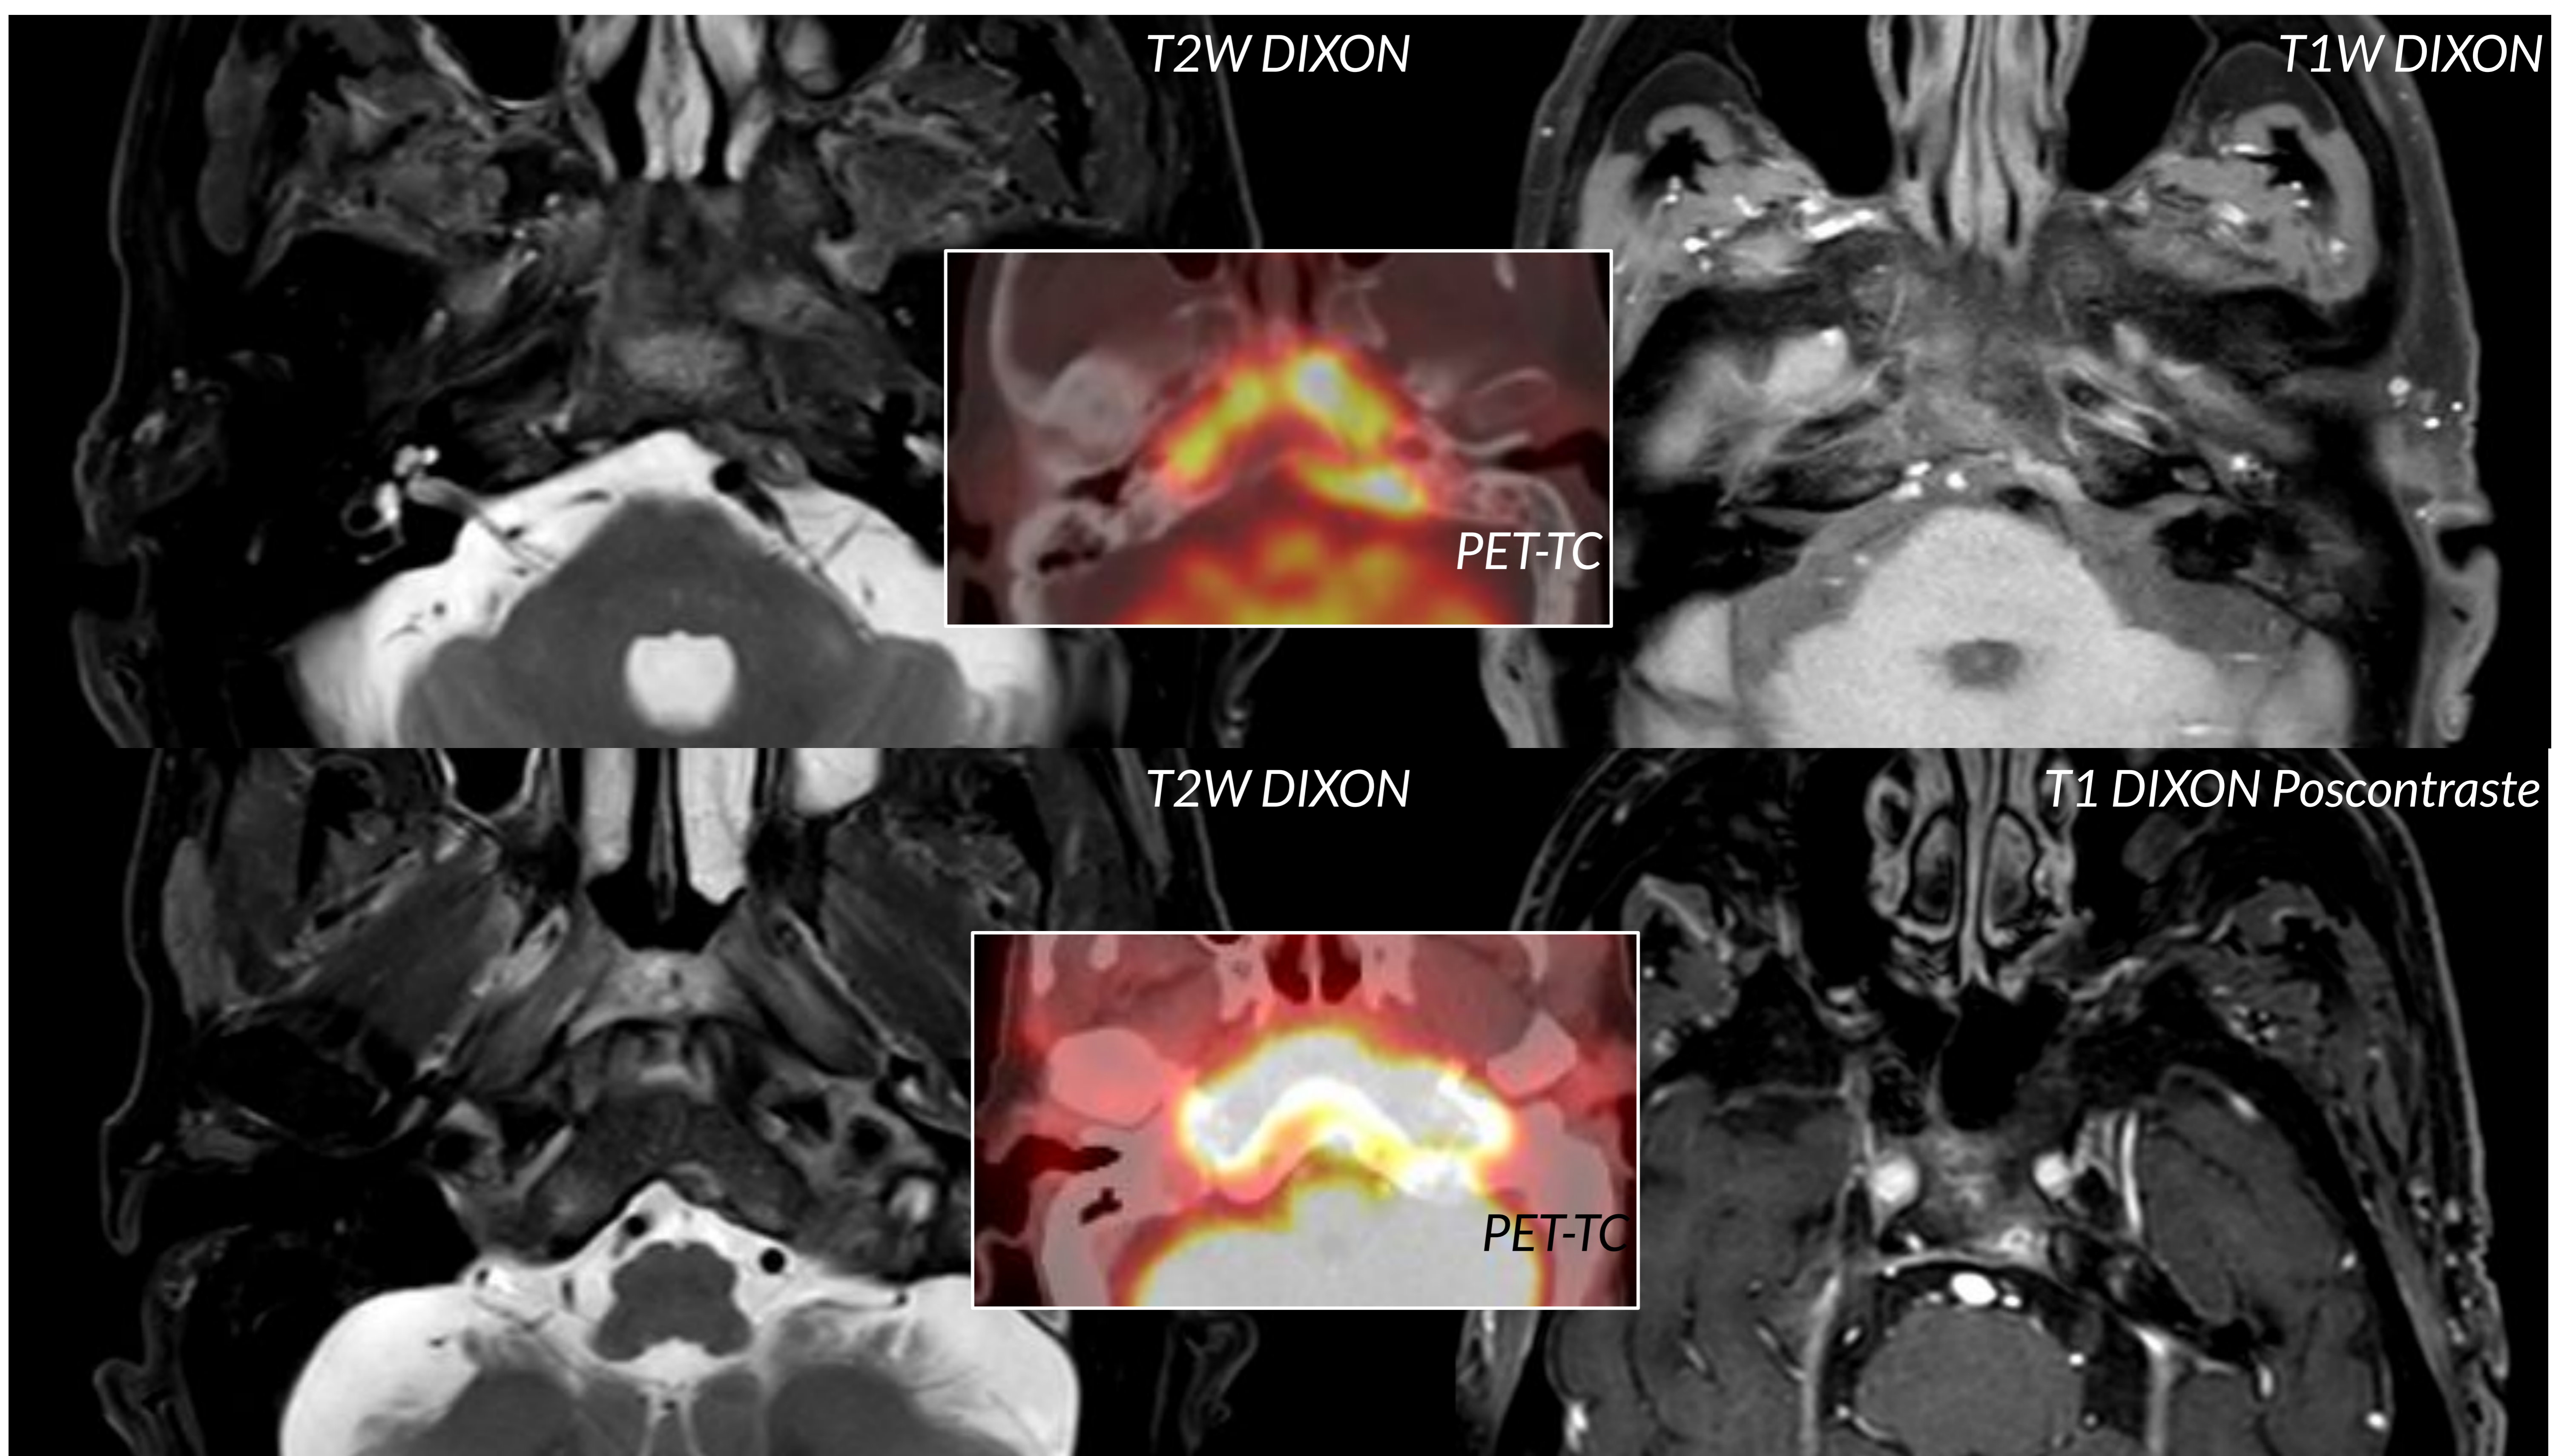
RM. Cortes axiales.
